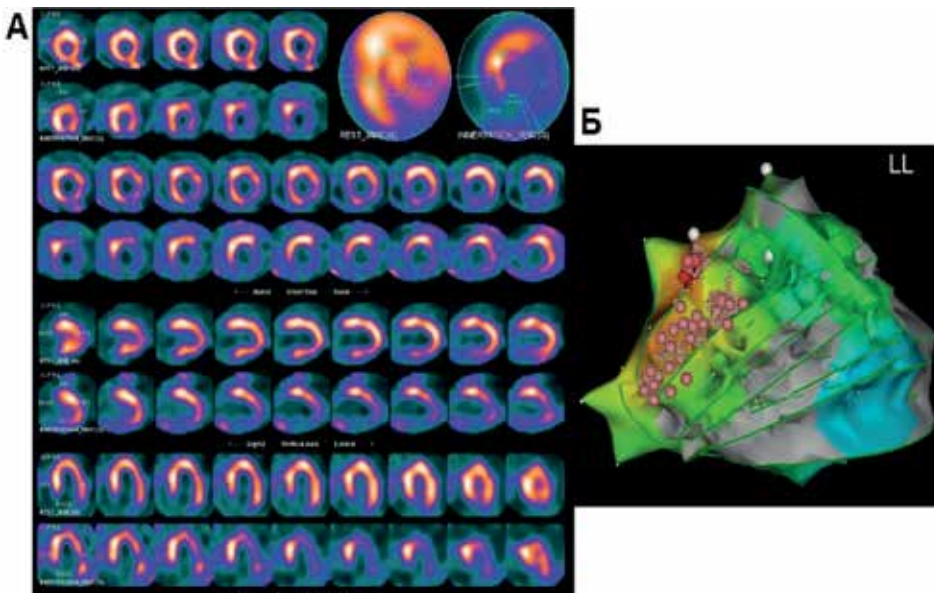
Пацієнтка 62 років, з ідіопатичною ДКМП та анамнезом шлуночкових аритмій з повторними епізодами ШТ: А – зображення перфузії міокарда за даними сцинтиграфії демонструють гомогенну перфузію всього ЛШ за винятком мінімального зниження перфузії в проксимальній ділянці нижньої стінки (SRS 1, недостовірне). Зображення іннервації (нижні рядки) виявляють екстенсивну ділянку денервації із залученням бокової та нижньої стінок (SS-MIBG 17) з чіткою невідповідністю іннервації до перфузії; Б – електрофізіологічне дослідження виявило локуси походження аритмії на рівні нижньої та задньобочкової стінок ЛШ [1] (за Donal E. та співавт. [1])
